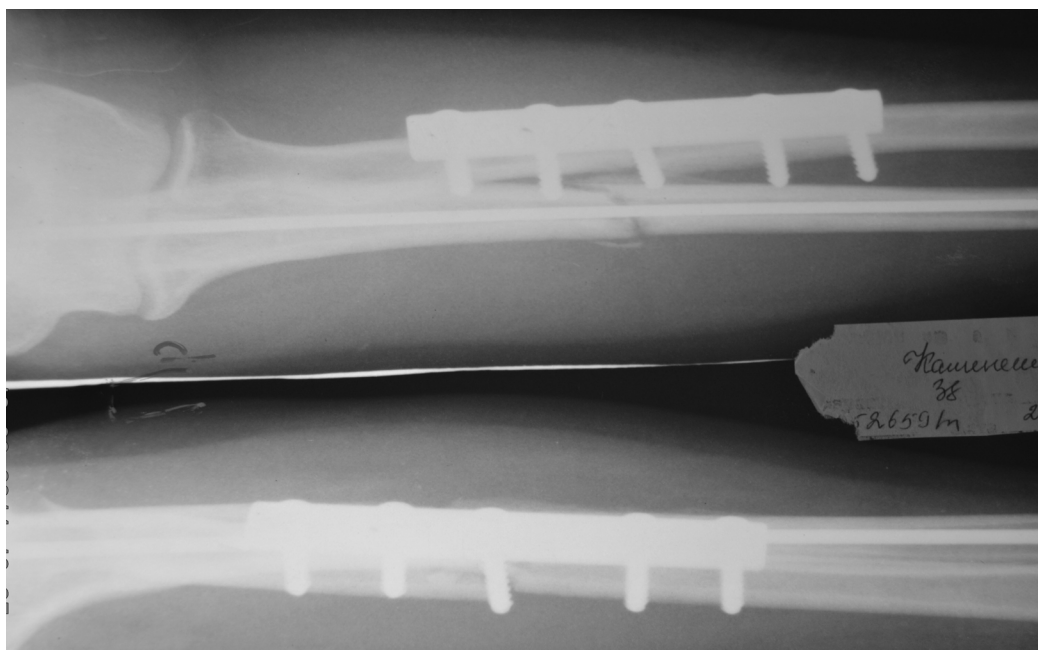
Рентгенограммы костей предплечья больной К. после первичного остеосинтеза переломов обеих костей предплечья
